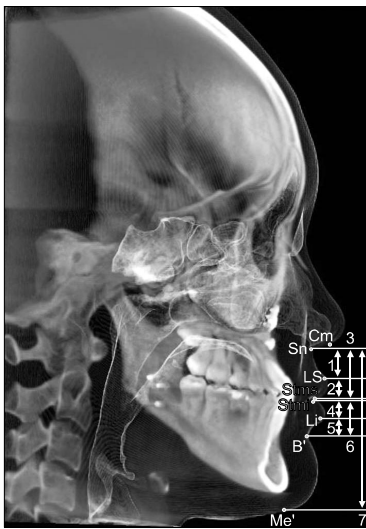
Cone beam computed tomography image in post operative 6 months 1. SnLs, Nasolabial angle increased. 2. LsStms, 4. StmiLi, 5. LiB', 6. StmiB', 7. SnMe' decreased after surgery. 1. SnLs, upper lip philtrum length; 2. LsStms, upper lip vermilion length; 4. StmiLi, lower lip vermilion length; 5. LiB', lower lip philtrum length; 6. StmiB', lower lip length; 7. SnMe', soft tissue lower facial height. Cm, columella; Sn, subnasale; Ls, labrale superius; Stms, stomion superius; Stmi, stomion inferius; Li, labrale inferius; B', soft tissue B point; Me', soft tissue menton.
